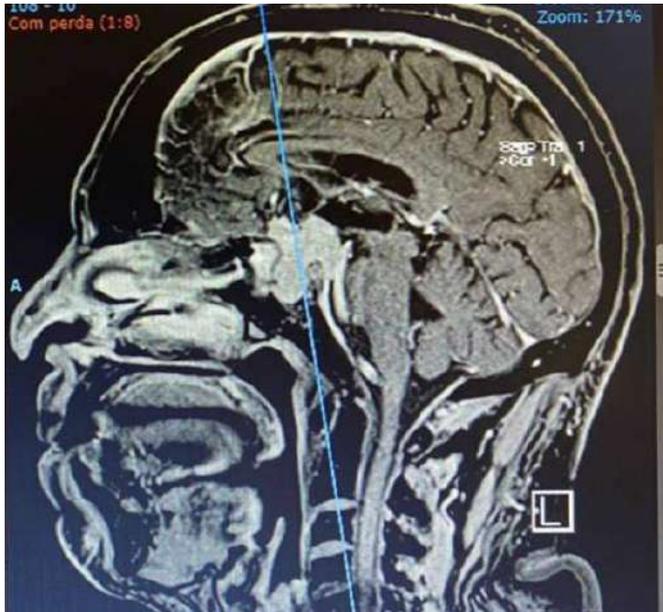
Meniingioma do tubérculo selar, visto na RM (T1).
